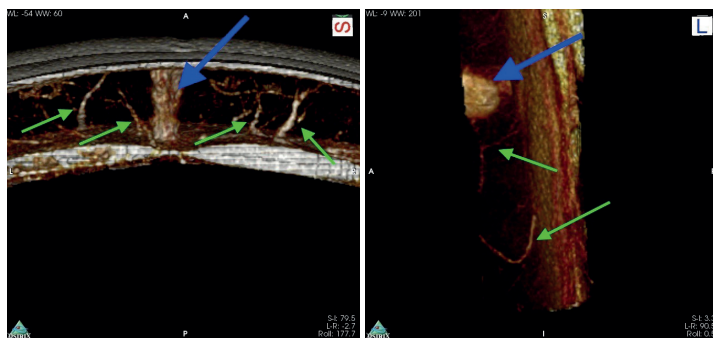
КТ-ангиография с 3D реконструкцией; а – сагитальная проекция, б – боковая проекция. Синяя стрелка – пупок, зеленые стрелки – перфоранты.
